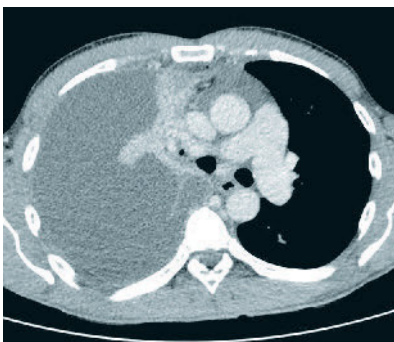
CT-Thorax (mit KM, transversal) mit Darstellung eines ausgeprägten rechtsseitigen Pleuraempyems
